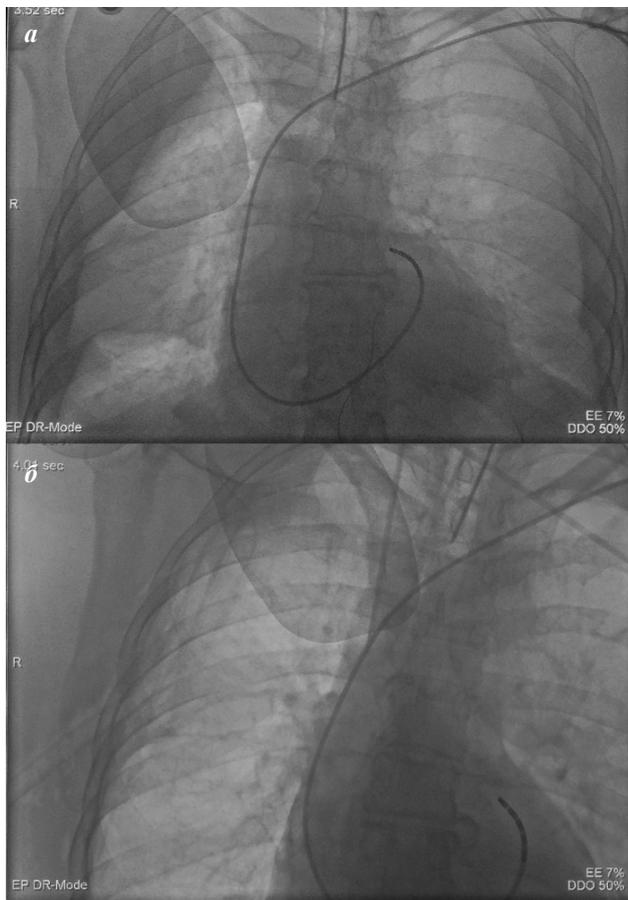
Рентгенограммы пациента с гемотораксом: а - интраоперационный рентген, прямая проекция (двусторонний гемоторакс в результате повреждения стенки левого предсердия в области крыши у правых верхних ЛВ), б - тот же пациент после дренирования правой плевральной полости.
